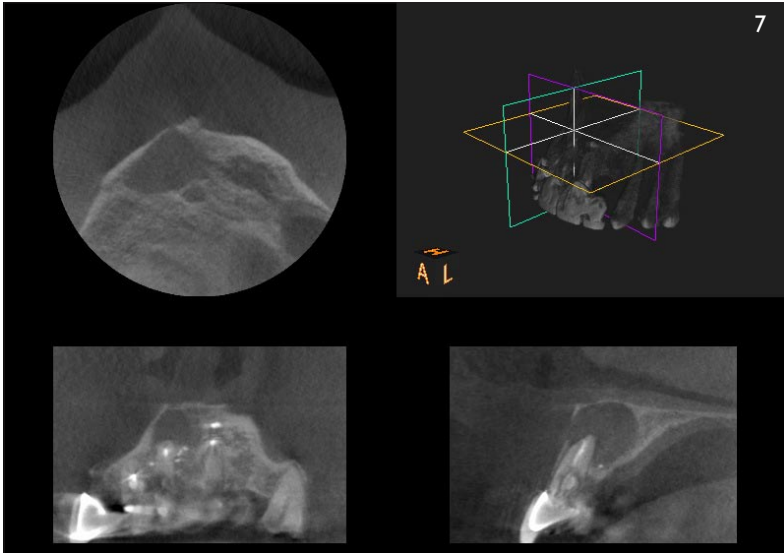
Pacjentka B.K. Badanie CBCT kontrolne po zabiegu sinus lift i wszczepieniu implantu.
